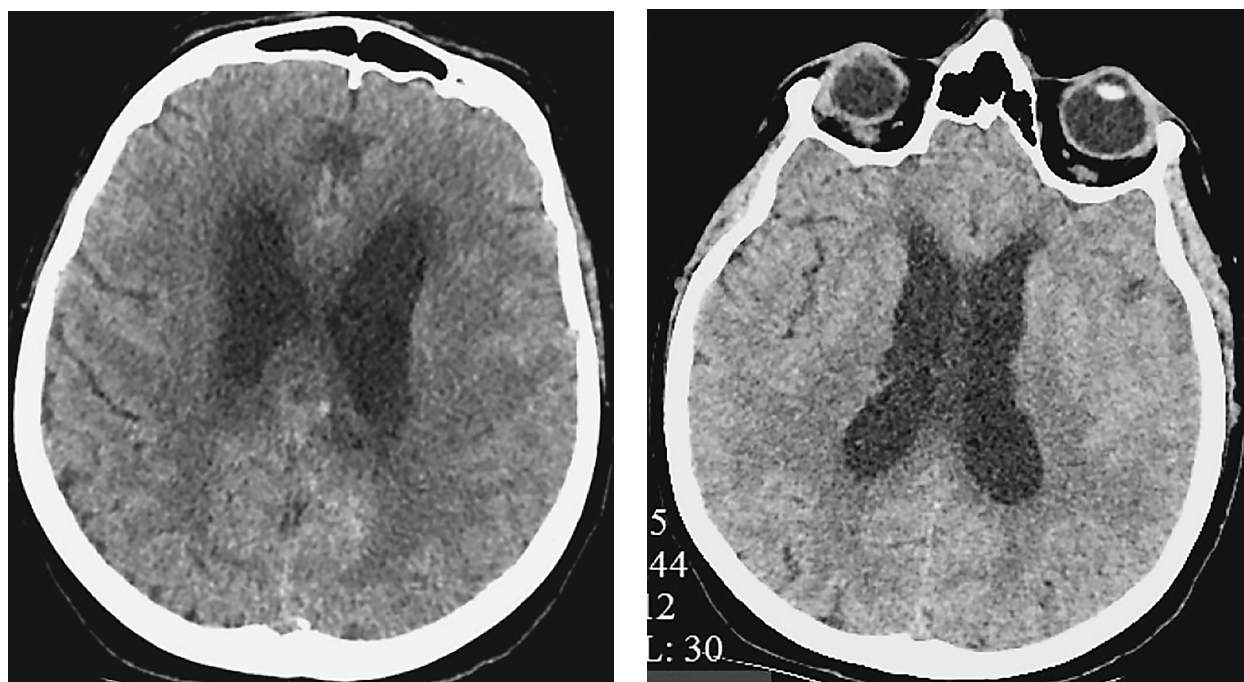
КТ головного мозга через 3 недели после операции: состояние после эмболизации аневризмы левой ПМА, регресс САК, увеличение размеров желудочковой системы, уменьшение размеров зон пониженной плотности
